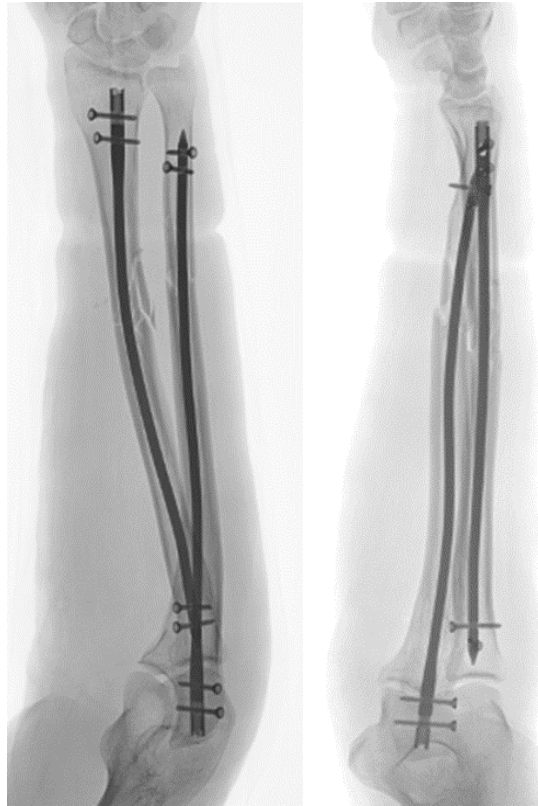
Пациент В., рентгенограммы после операции
